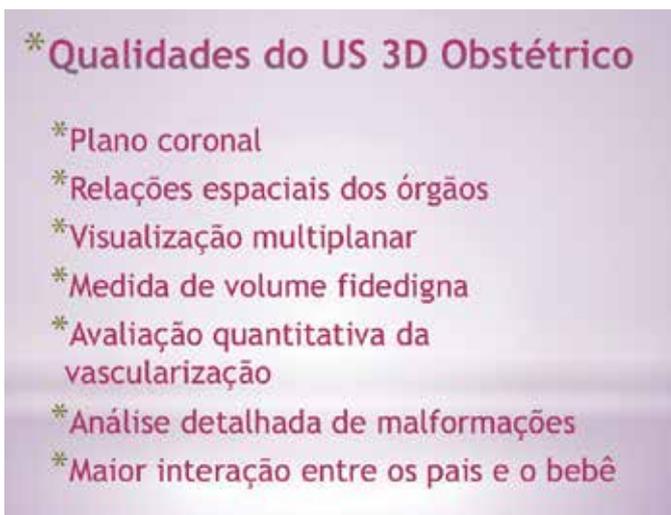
Características da ultrassonografia 3D em Obstetrícia
